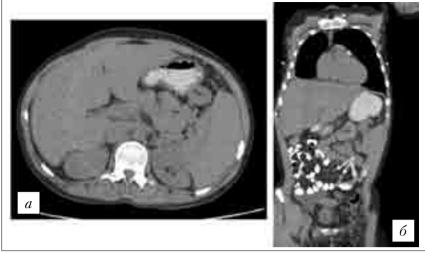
Компьютерные томограммы органов брюшной полости: a — признаки гепатомегалии, спленомегалии, δ — лимфоаденопатия мезентериальных лимфоузлов (стрелки)
